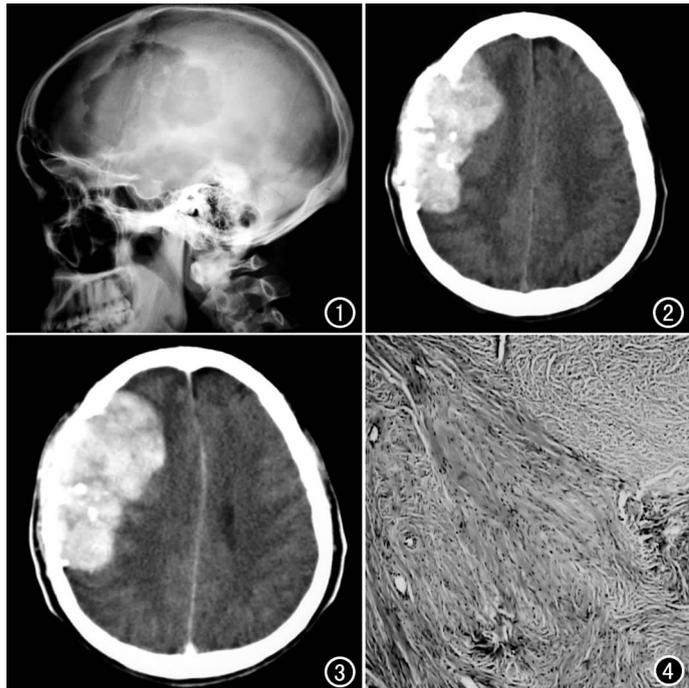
X线平片示右侧额顶部骨质破坏吸收,其间密度不均匀。图2 CT平扫示右侧额顶骨部分骨质吸收破坏,周围见稍低密度肿块,其内密度不均匀,肿块大部分位于颅内,相邻脑组织受压推移。图3 增强扫描示肿块强化不明显。图4 肿块中央切片见大量成熟的骨纤维组织,未见明显的异型细胞。
